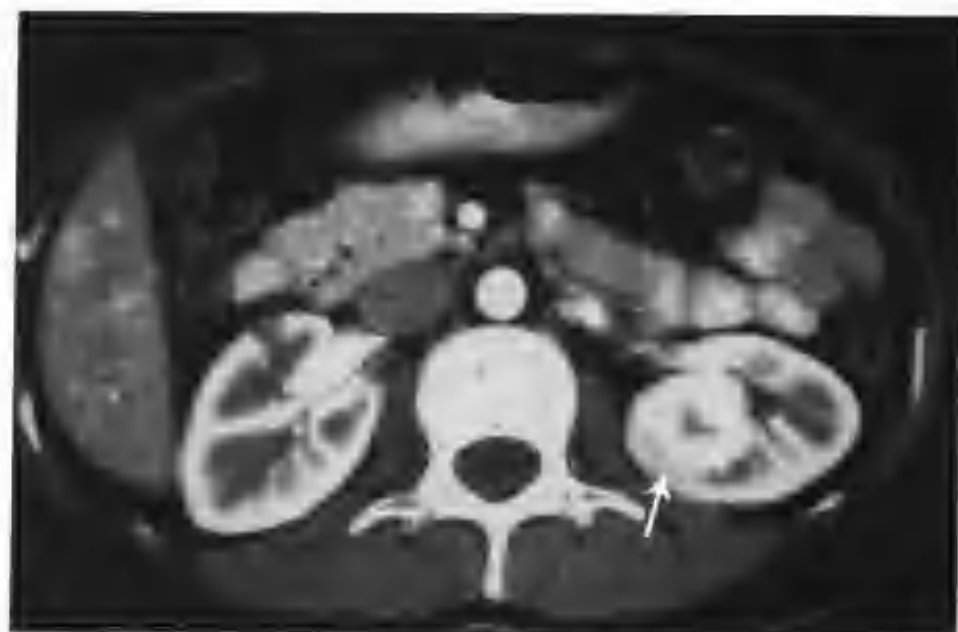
与图 2-1-22 为同一病例, 增强扫描皮质期肿瘤呈全瘤范围结节状明显强化 (箭头), CT 值 224HU , 中央有一个斑状低密度区考虑为坏死灶
